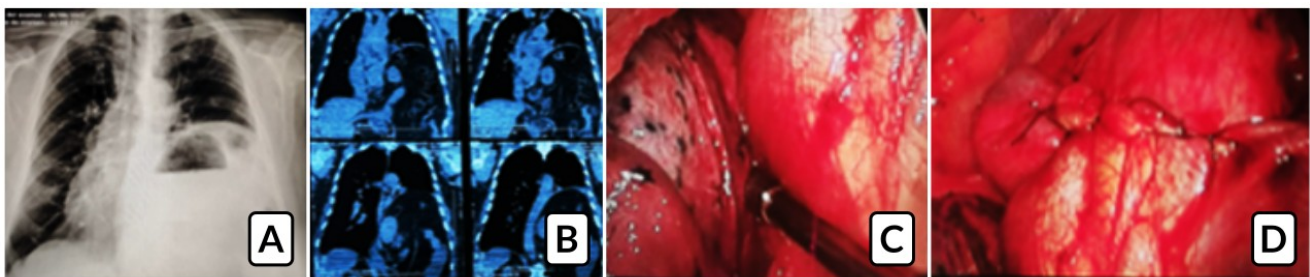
Hernia diafragmática izq. A) Rx de tórax con desplazamiento de mediastino y elevación de hemidiafragma izquierdo. B) RMN con elevación de estructuras retroperitoneales. C) Se realiza separación de estructuras vía laparoscópica, separando lóbulo inferior izquierdo de diafragma eventrado. D) Plicatura diafragmática con adecuado descenso y tensión.
